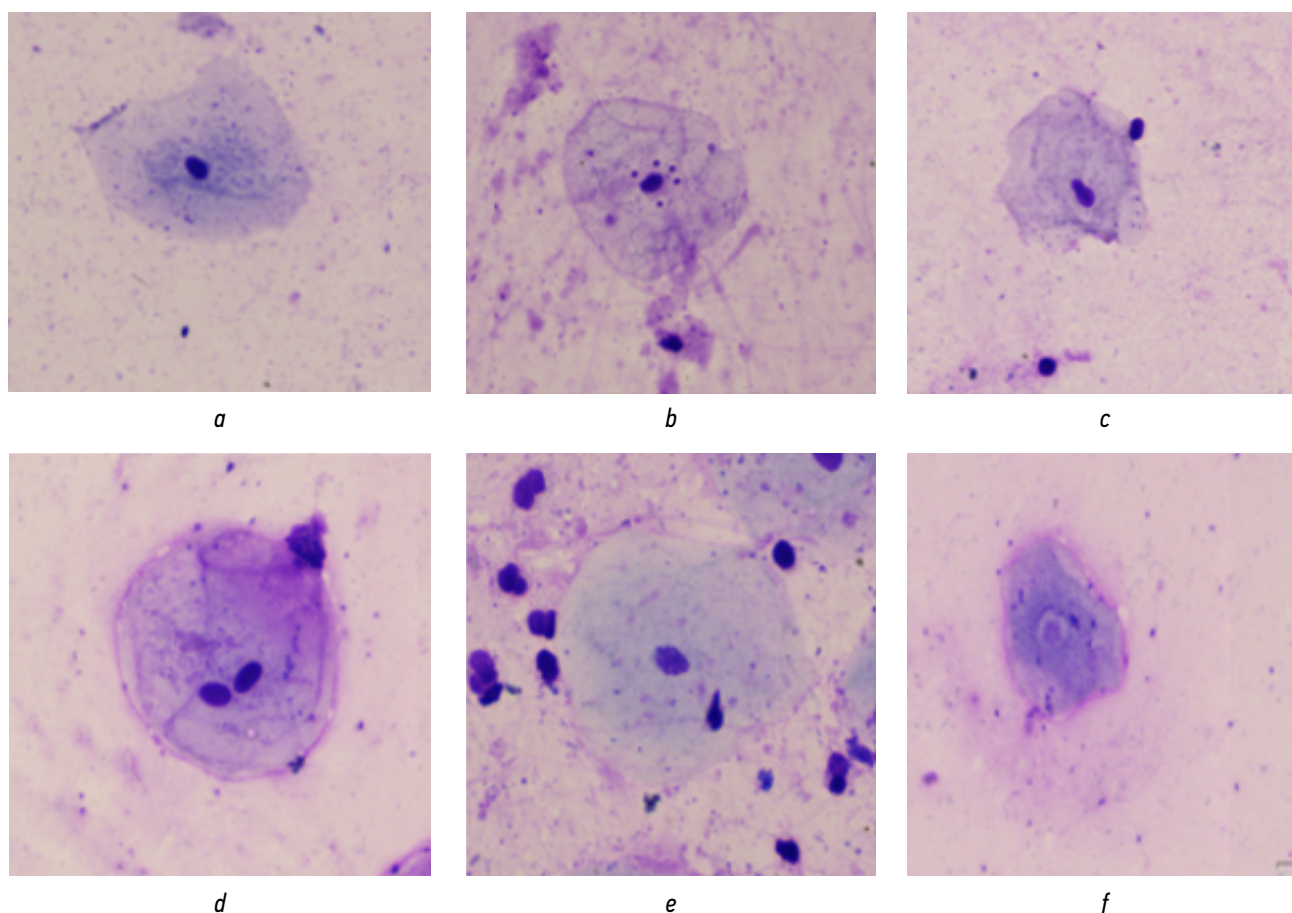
Цитологические нарушения в клетках буккального эпителия пациентов с воспалительными заболеваниями пародонта: *a* — норма; *b* — микроядра; *c* — протрузия; *d* — двуядерные клетки; *e* — кариорексис; *f* — кариолизис.
